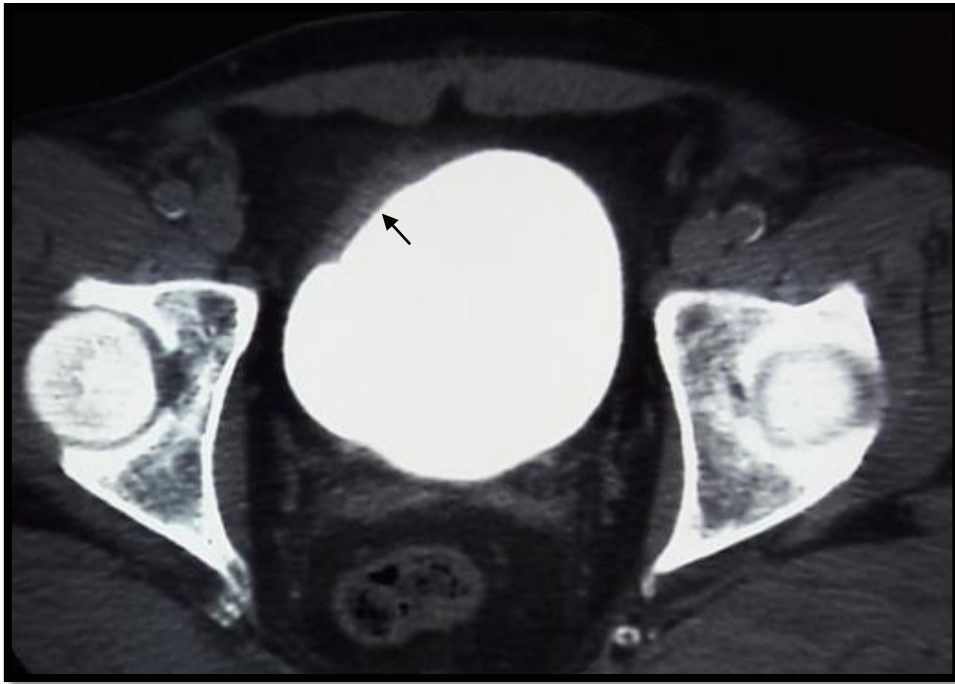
Coupe axiale TDM injectée (au temps tardif) d'un épaissement de la paroi antérieure de la vessie chez un patient de 66 ans (service de radiologie du CHU Hassan II)
